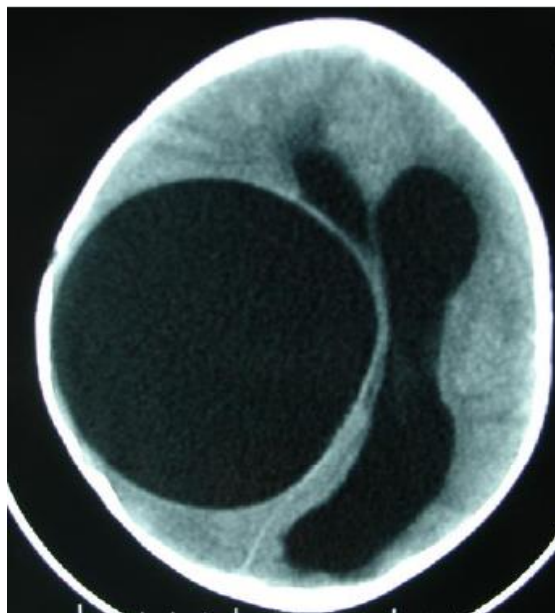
TDM cérébrale en coupes axiales avec contraste montrant un énorme kyste hydatique fronto-pariétal droit.
